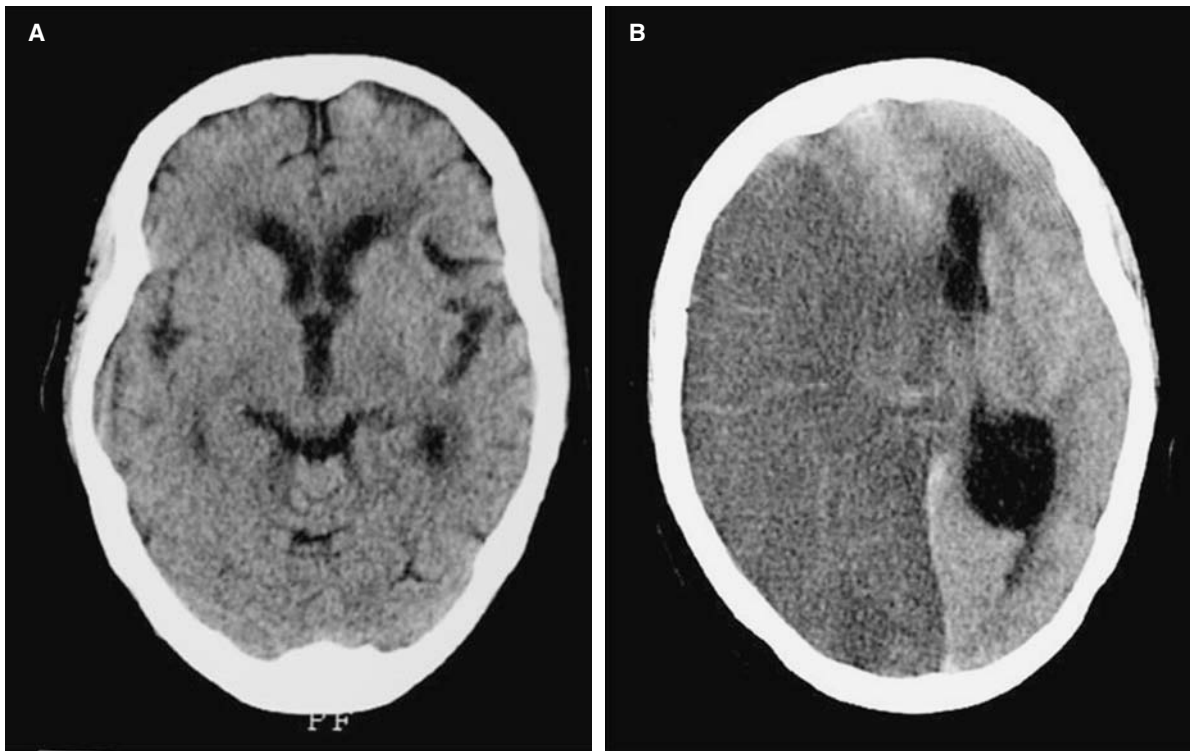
Tomografía computarizada en paciente con hemiplejía izquierda y hemianopsia homónima de 105 min de evolución. A: disminución del valle de Silvio y de los surcos hemisféricos derechos. B: en el control evolutivo se aprecia un infarto extenso de arterias cerebral media y cerebral posterior derechas, con gran efecto masa.
